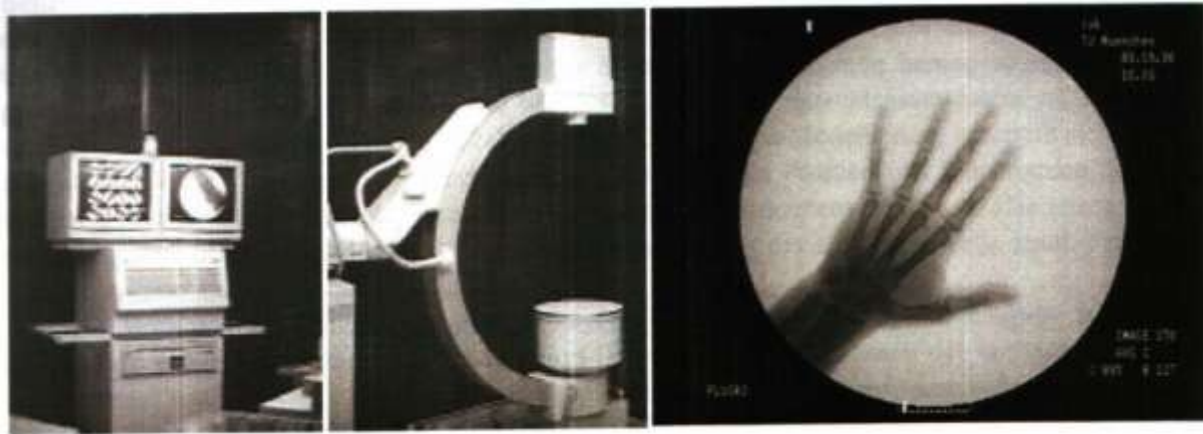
Flexibles intraoperatives Röntgen mit einem Röntgenbildverstärker-System (Fluoroskop)
